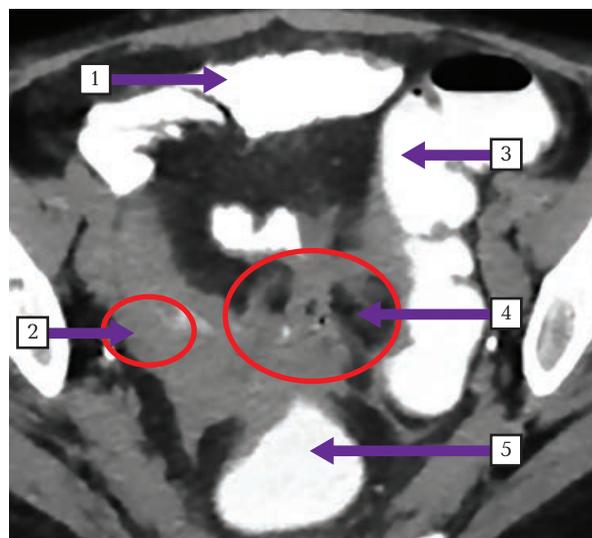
МСКТ органов брюшной полости и малого таза; пероральное контрастирование тонкой и толстой кишки водорастворимым контрастным веществом. Болезнь Крона в форме илеоколита, осложненная формированием межкишечных свищей. Стрелка 1 – неизменная петля подвздошной кишки; стрелка 2 – утолщение стенки подвздошной кишки до 0,9 см; стрелка 3 – неизменная сигмовидная кишка; стрелка 4 – свищи между петлями подвздошной кишки, сигмовидной и прямой кишкой; стрелка 5 – неизменная прямой кишки
